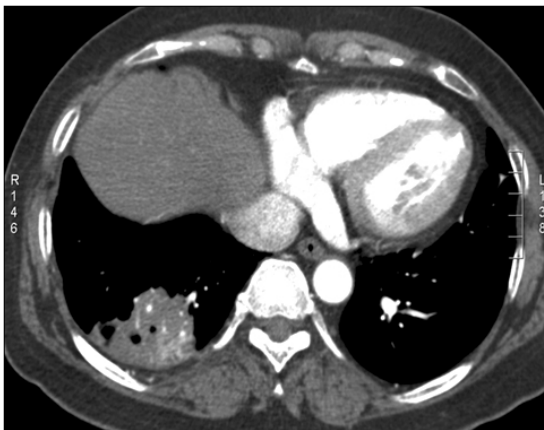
After 4 month of discharge, follow-up chest CT showed decreased but remaining consolidation with focal cavitation at right lower lobe.
